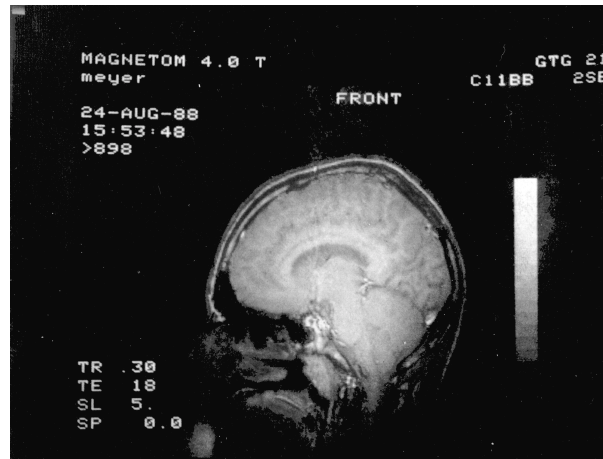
Sagittalschnitt durch das Gehirn eines gesunden Probanden, aufgenommen mit einem 4T Ganzkörpertomographen [MEY88].
